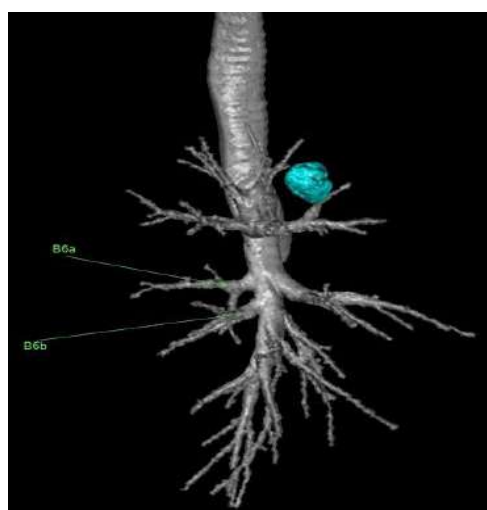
Два отдельных бронха к задней зоне справа (3D-реконструкция МСКТ-АГ) B^{6a} – верхушечный заднезональный бронх; B^{6b} – латеральный заднезональный бронх. Голубым цветом обозначена опухоль
